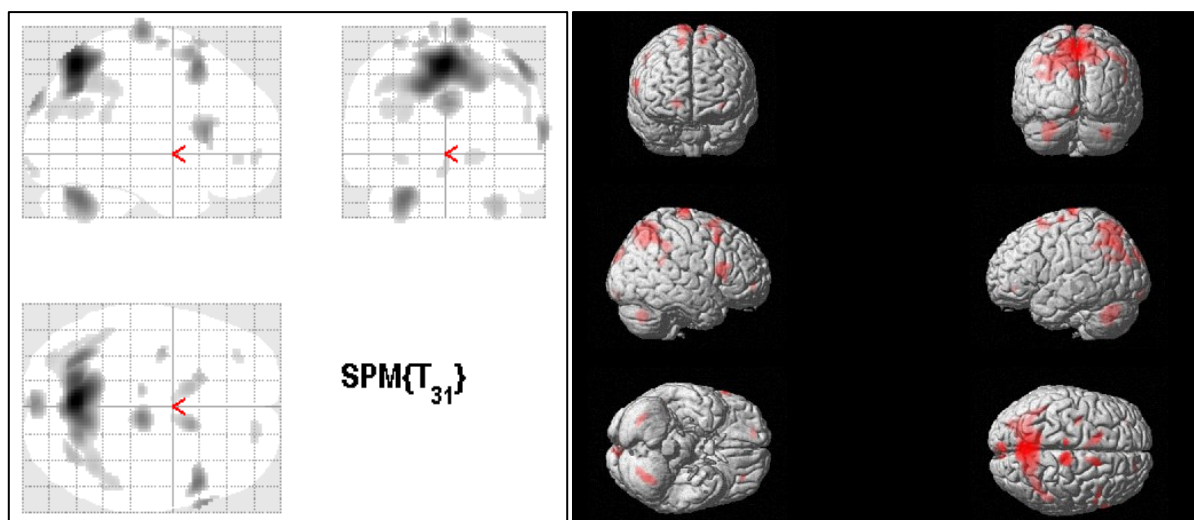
a und 28 b: Vergleich der normalisierten und geglätteten ^{18}F -FDG-PET Aufnahmen von 34 Patienten mit LKB und leichter AD dichotomisiert in die Gruppen der Patienten mit niedriger CR ($n = 22$; prämorbid Intelligenz: z-score $\leq 0,6$) und Patienten mit hoher CR ($n = 12$; prämorbid Intelligenz: z-score $> 0,6$).
